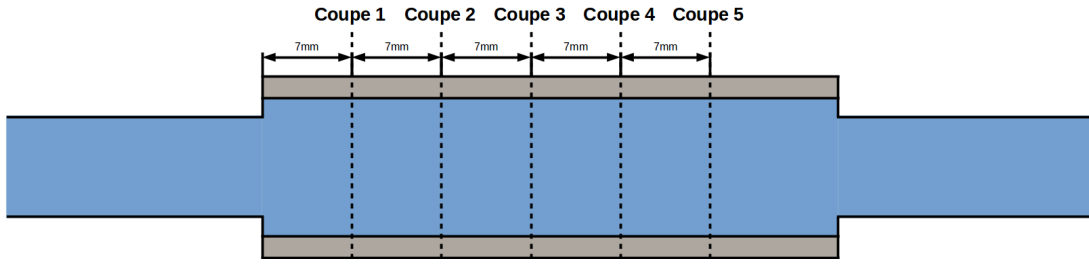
Fantôme fluide-structure. Positions des coupes IRM.
